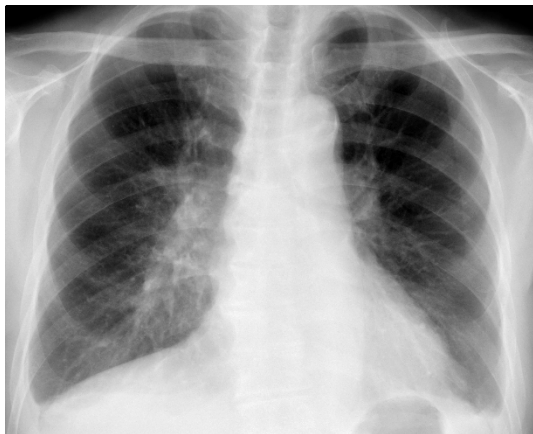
Chest radiograph at the diagnosis showing a mass in the right middle to lower lung field.
